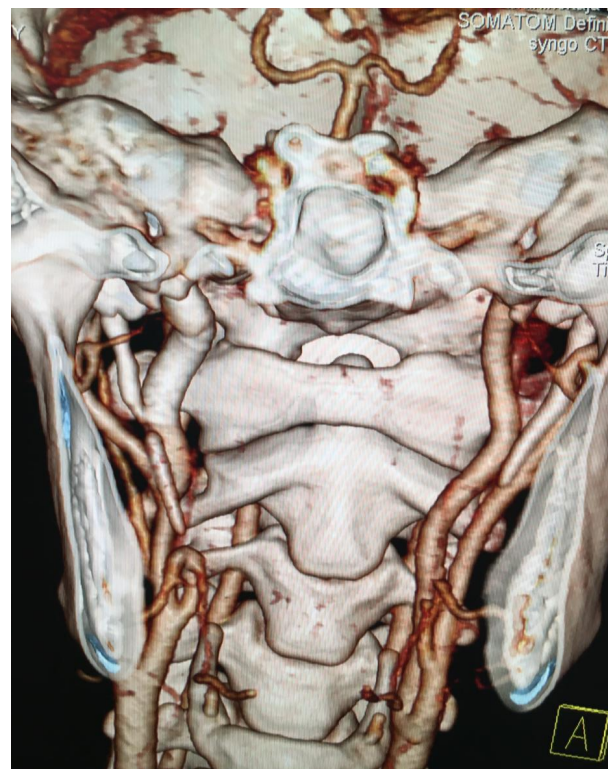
VRT-реконструкция. Визуализируется стент на границе C_1 – C_2 сегмента РВСА и полный перелом шиловидного отростка справа на уровне диссекции правой внутренней сонной артерии, выявленный при контрольном МСКТ-исследовании.
